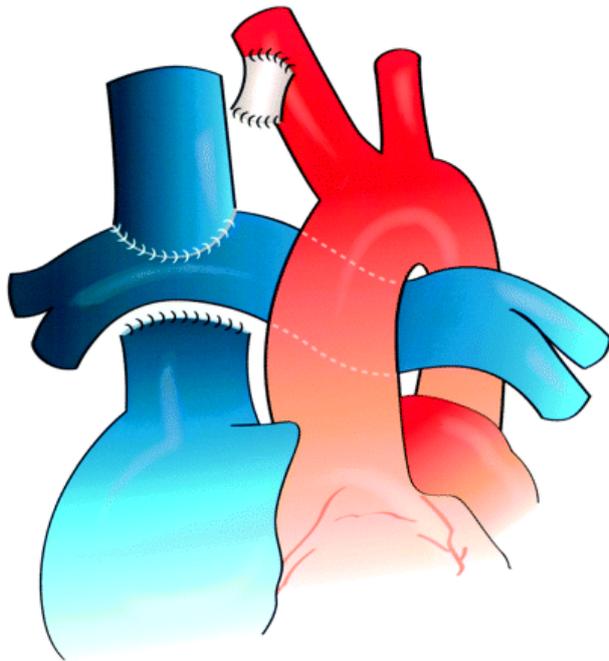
Bidirektionale Anastomose nach Glenn, in weiß der abgetrennte modifizierte BT Shunt (Khairy et al. 2007, S. 803)
